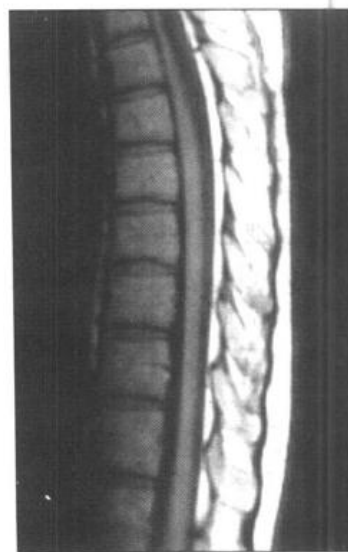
椎管正中矢状切面(MRI T₁WI)
